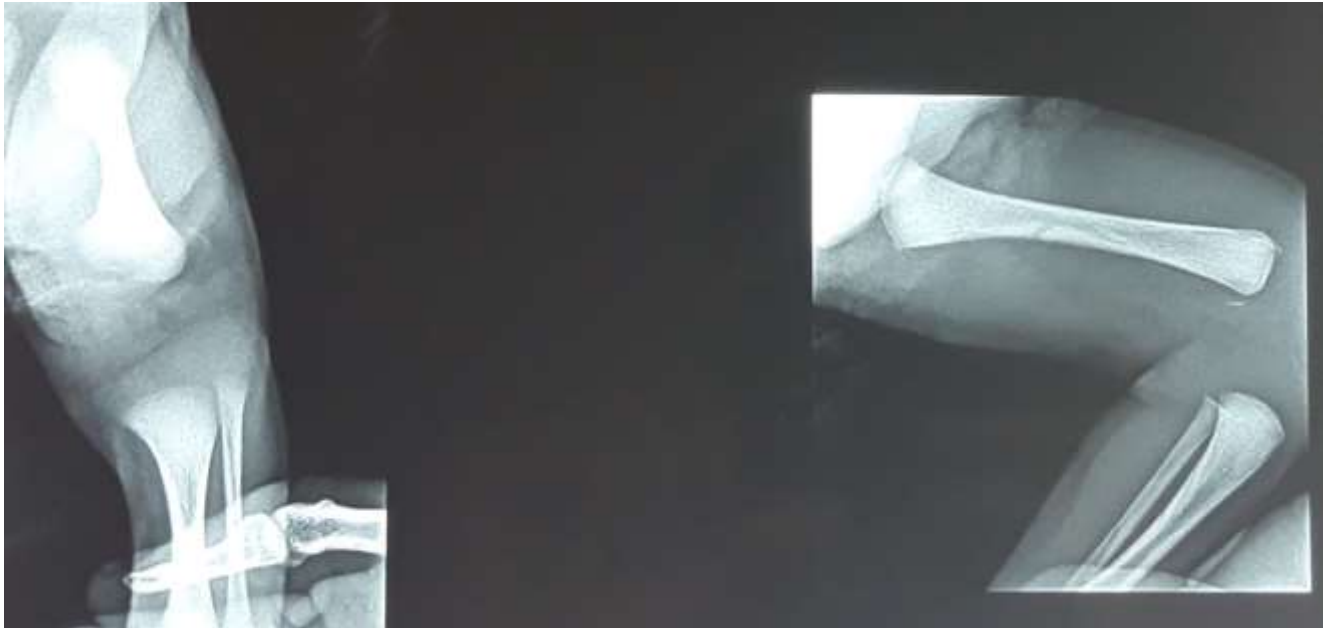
radiographie de face et profil centrée sur genou à l'admission objectivant un stade 1 de Salter et Harris chez un nouveau né
